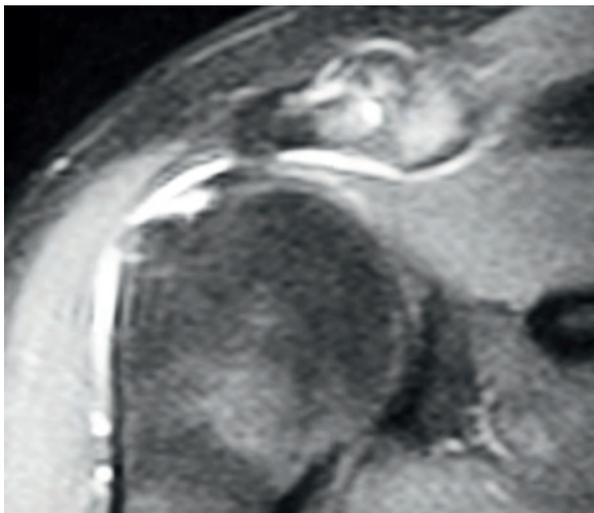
Dos ejemplos de artro-RM de roturas parciales bursales.
